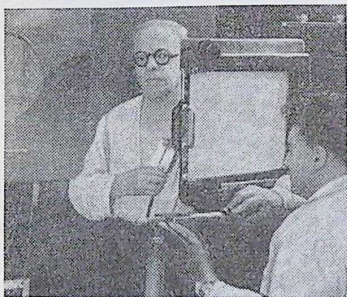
Одновременное рассматривание рентгеновской картины и выслушивание усиленных звуков сердца. На снимке за рентгеновским экраном стоит больной, который держит наружный электромагнитный датчик. Слева от больного расположен динамик, воспроизводящий усиленные сердечные звуки, воспринятые датчиком.
